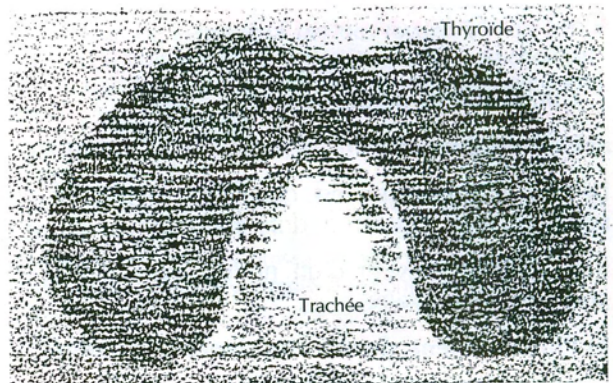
Aspect échographique d'une thyroïde normale.
